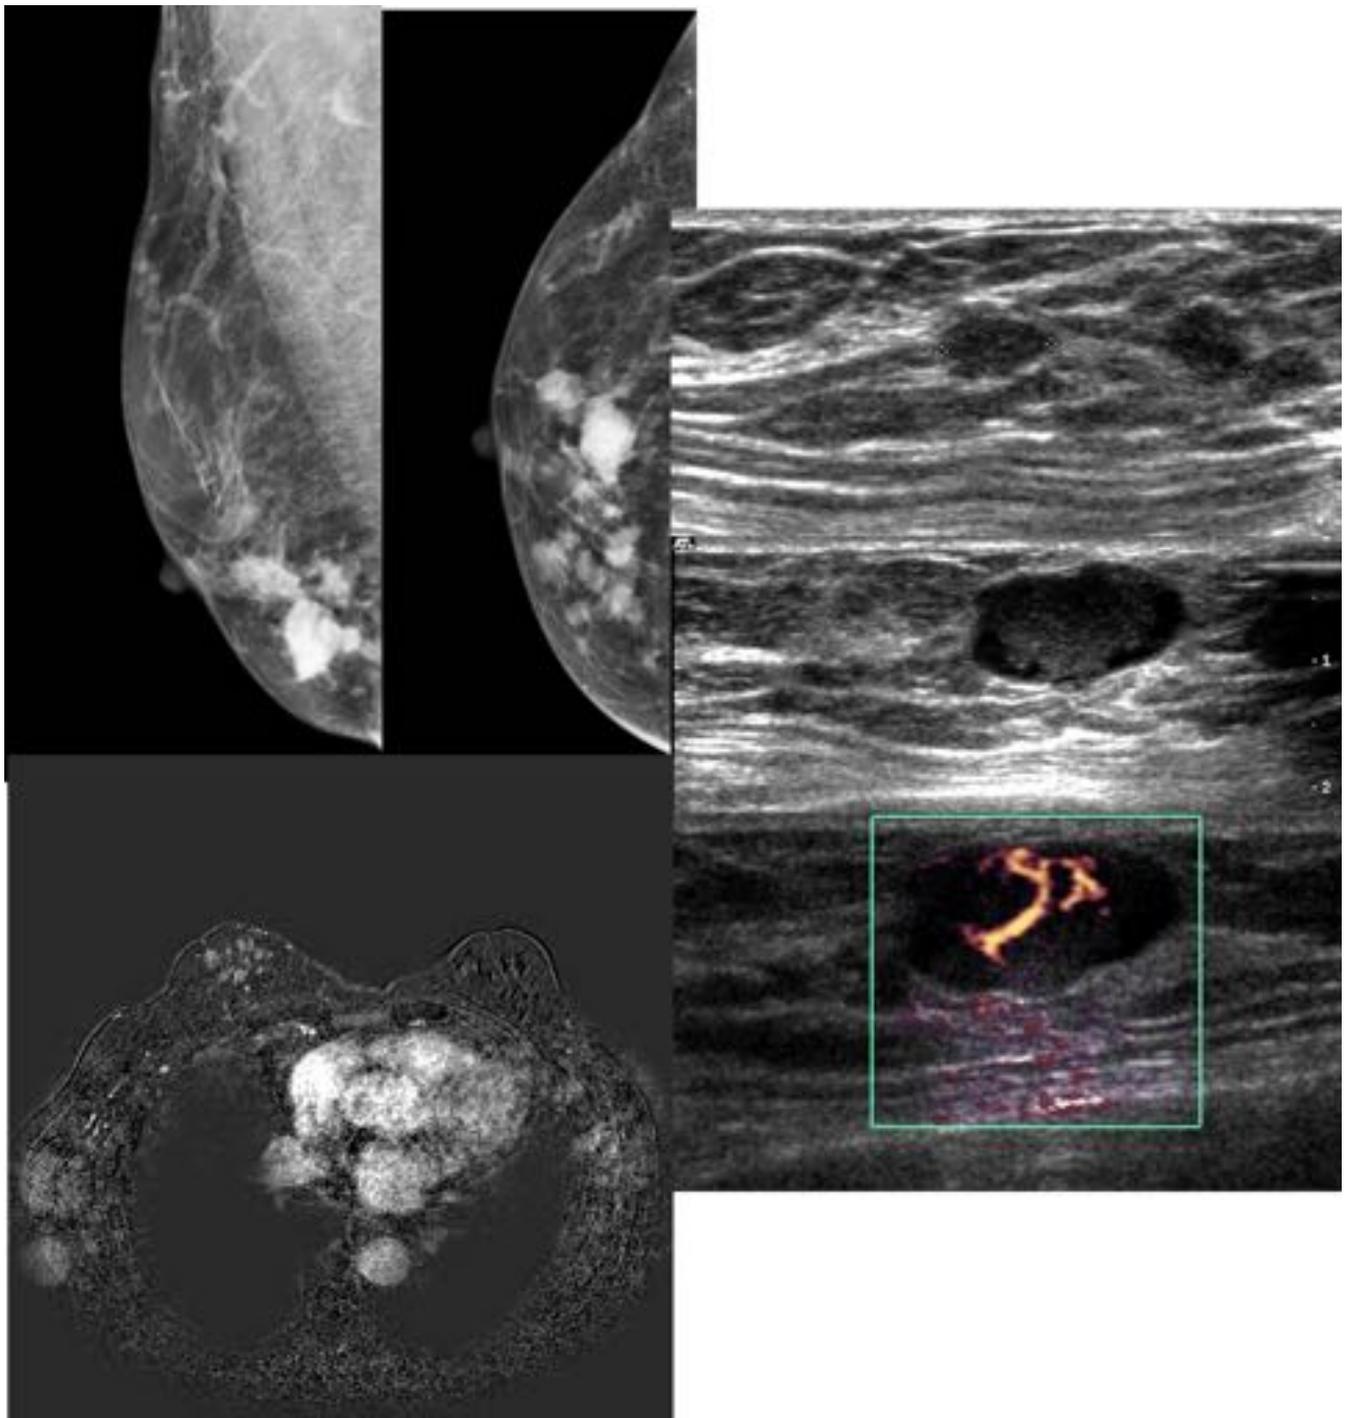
Mamografías MLO y CC: ginecomastia y múltiples formaciones nodulares, que se corresponden en ecografía con múltiples nódulos hipoeoicos de pequeño tamaño, con vascularización evidente. En RM se demuestra la existencia de múltiples nódulos sólidos realzantes. La papilomatosis múltiple es excepcional en varones.
